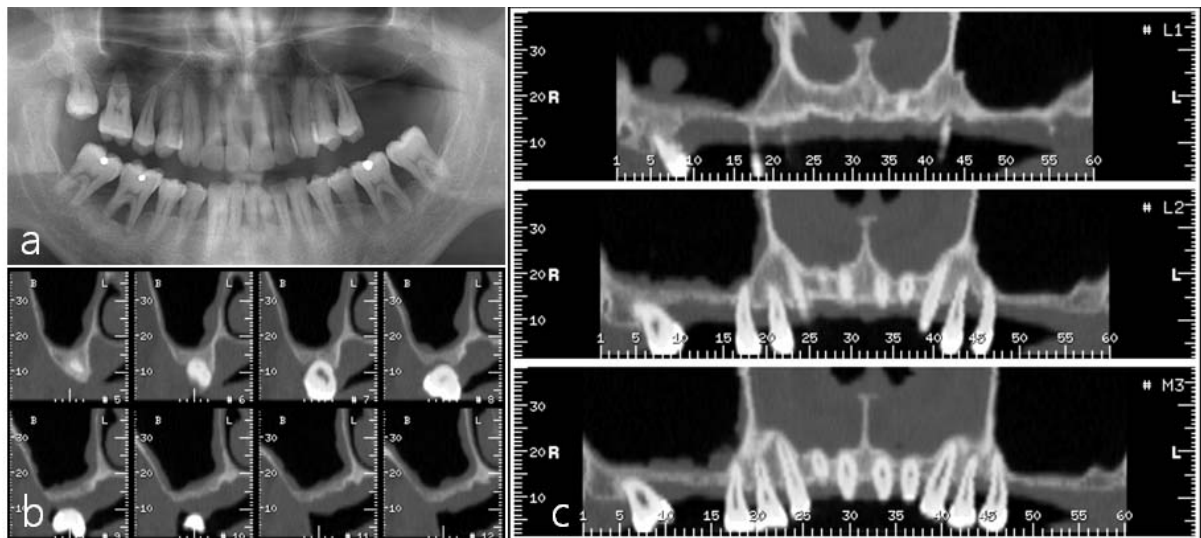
Radiographic images a. pre-operative panoramic radiograph, b. micro computed tomographic images of right upper molars area (cross sectional view), c. micro computed tomographic images after extraction of hopeless teeth.
